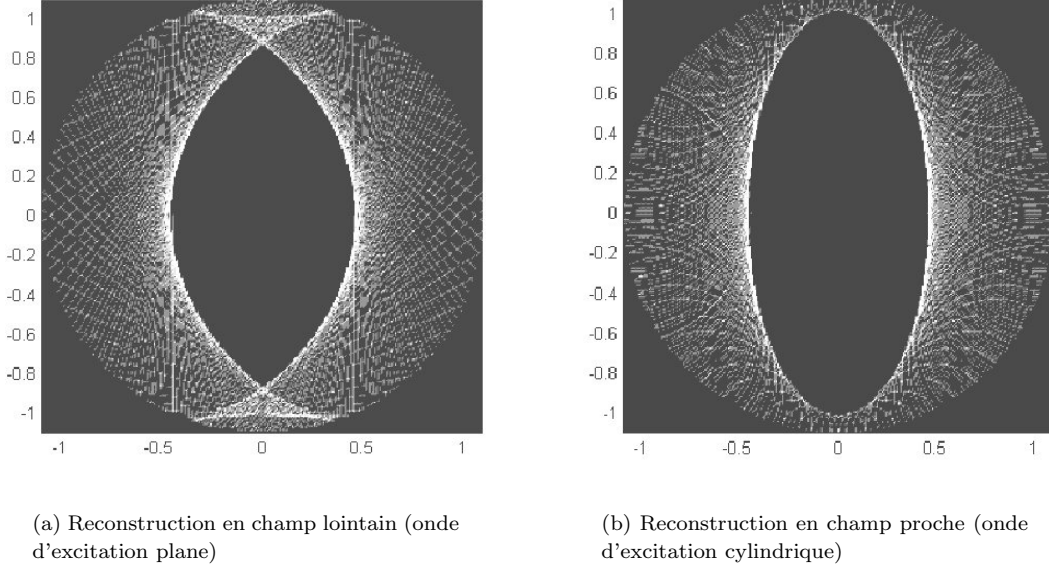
Tomographie qualitative de l'ellipse parfaitement réfléchissante (grand axe 1, petit axe 0.4), cercle d'acquisition 1.1, ouverture d'acquisition  $\pm 45^\circ$ .
